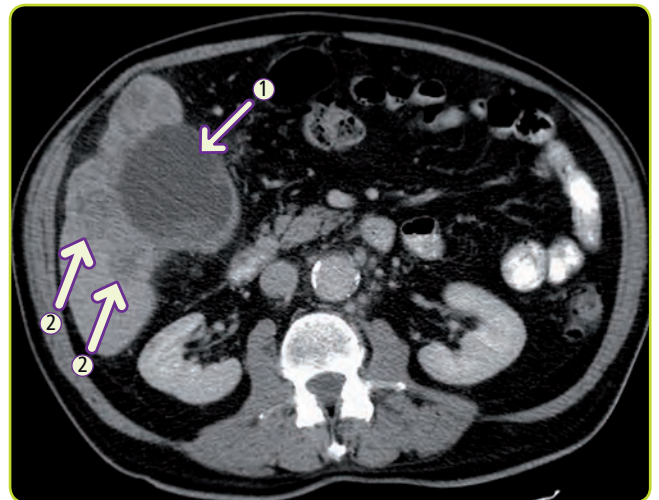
TC: Cáncer de vesícula biliar (flecha 1) con metástasis hepáticas (flechas 2).
